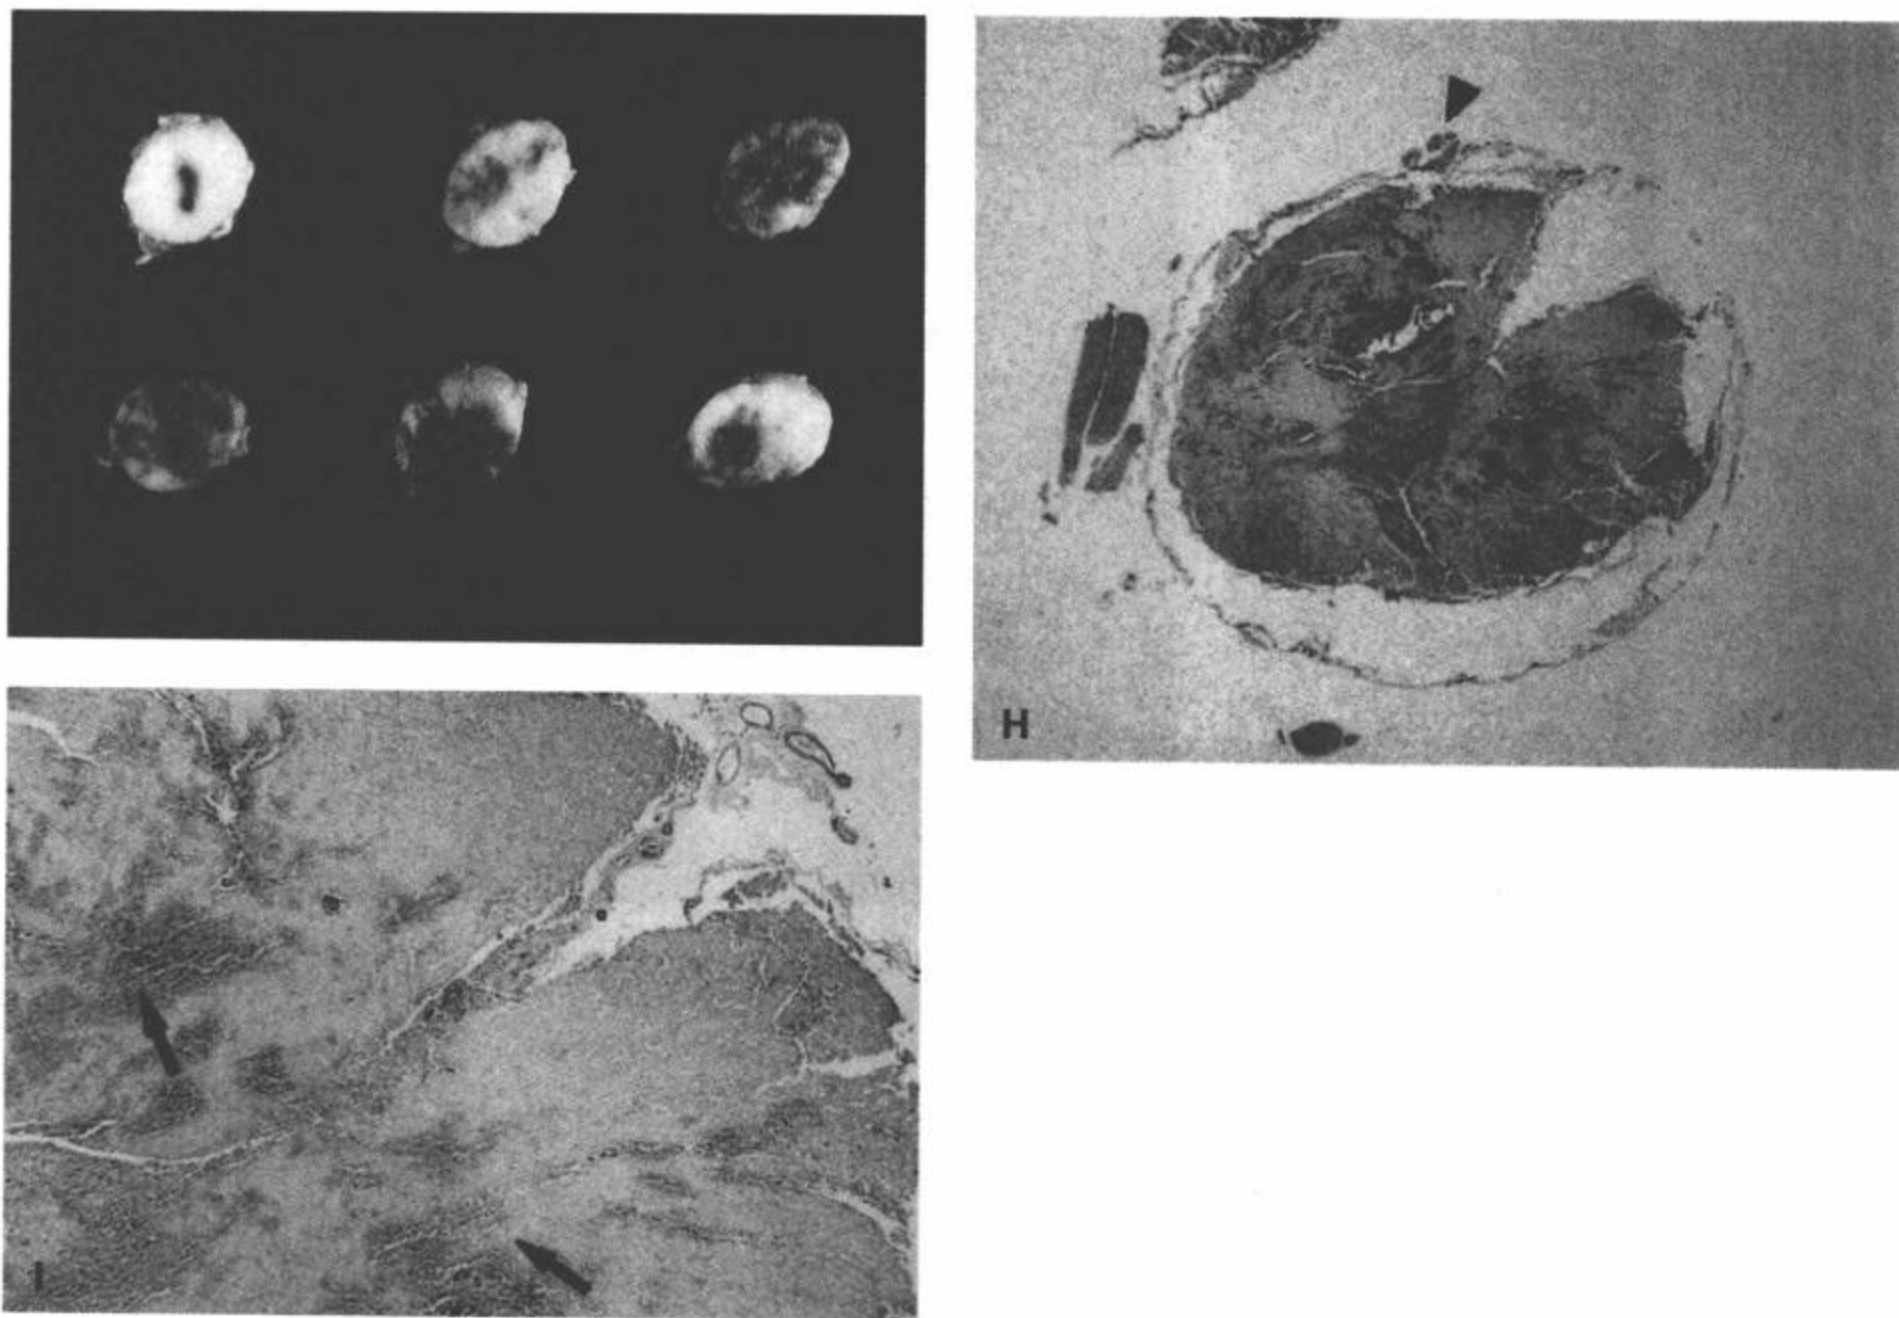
(续) G: 一例未立刻到医学中心的神经功能完全损伤的 C6-C7 前脱位病人死亡 6 天后的颈髓横切片。显示出血占据脊髓数厘米内的全部灰质和白质。(见彩图 8-58G)。H: 病例 (G) 脊髓的显微照片。即使在这个组织标本上, 出血已经使脊髓的解剖结构扭曲, 几乎无法辨认。为了定位, 显示保留的椎前动脉 (箭头) (H 和 E) (见彩图 8-58H)。I: 灌注的轴突 (Bodian 染色)。轴突轮廓 (箭) 已遭到脱位颈椎机械力的破坏。在白质内未见到正常染色为黑点的轴突轮廓。在这个标本中, 出血被染成绿色。(见彩图 8-58I)。(From: Flanders AE, Croul SE. Spinal trauma. In: Atlas SW. Magnetic Resonance Imaging of Brain and Spine. 3<sup>rd</sup> ed. Philadelphia: Lippincott Williams & Wilkins; 2002: 1792, 1803, with permission.)
